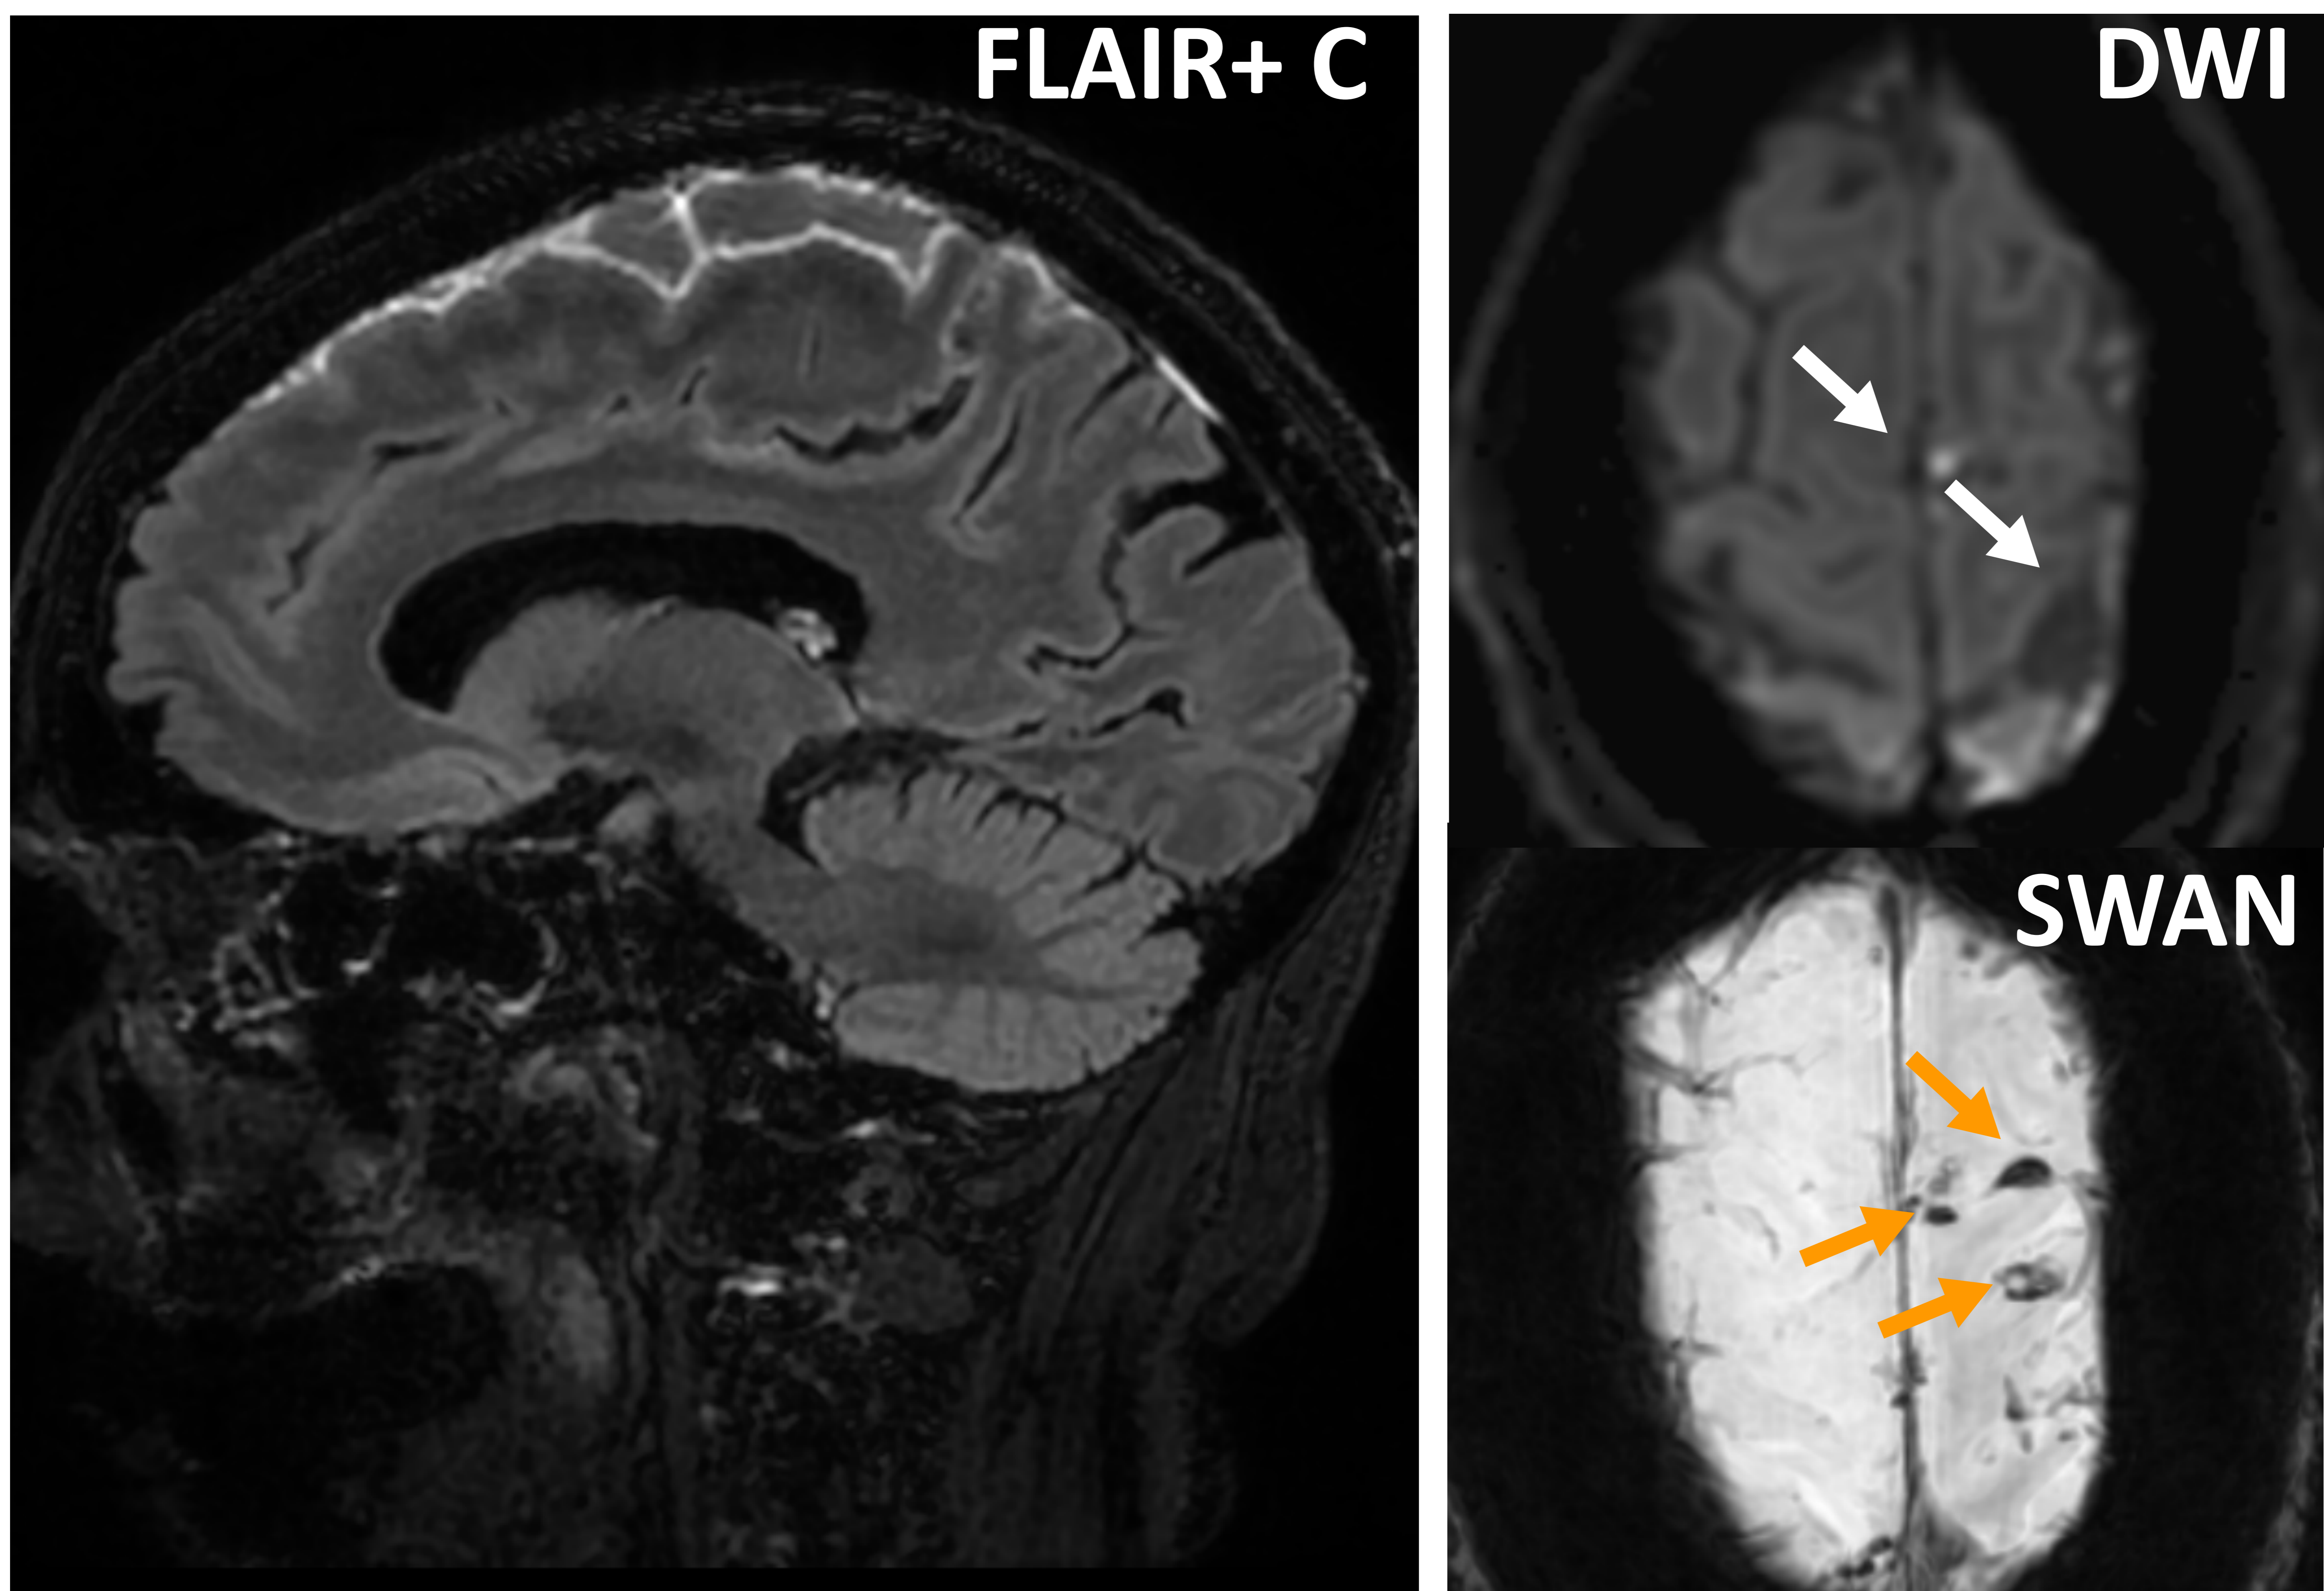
RM realizada con gadolinio. Mujer de 75 años que presenta cambios en las crisis con sensación de parestesias en hemicuerpo derecho y dismetría. A. Marcado engrosamiento y realce leptomeníngeo frontoparietal paramediano izquierdo con líquido cefalorraquídeo de aspecto loculado. B. Pequeñas áreas nodulares con restricción a la difusión en el espacio subaracnoideo (flechas blancas). C. En la secuencia de susceptibilidad magnética se observa ausencia de señal lineal en la misma localización que no correspondía a venas corticales, sugestivo con focos de hemorragia subaracnoidea (flechas naranjas). Probable meningitis aséptica reumatoidea.
